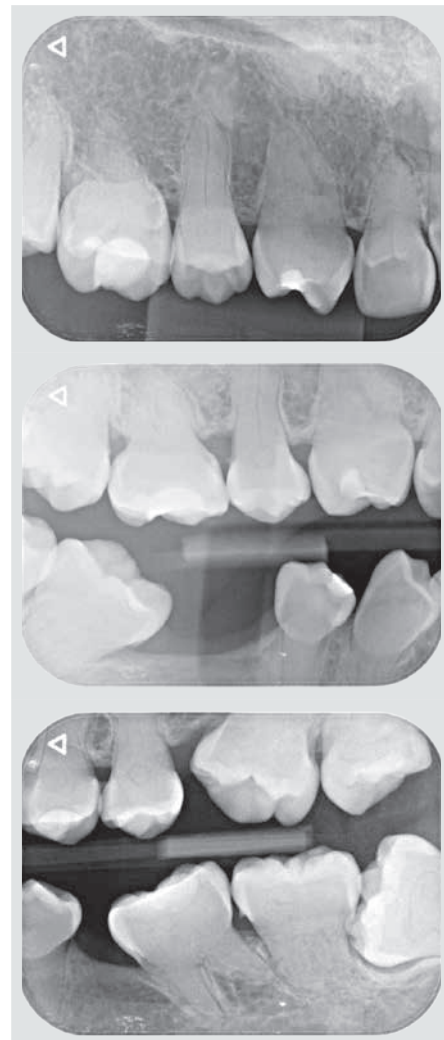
Radiografías periapicales y aleta de mordida, se aprecia aspecto radiográfico compatible con “Thistle Tube” en segundos premolares superiores.
